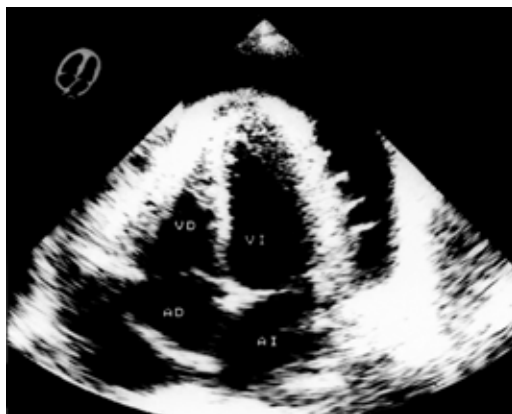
Ecocardiograma bidimensional, en proyección apical de 4 cámaras, de un paciente con derrame pericárdico con filamentos fibrinosos unidos al pericardio.
